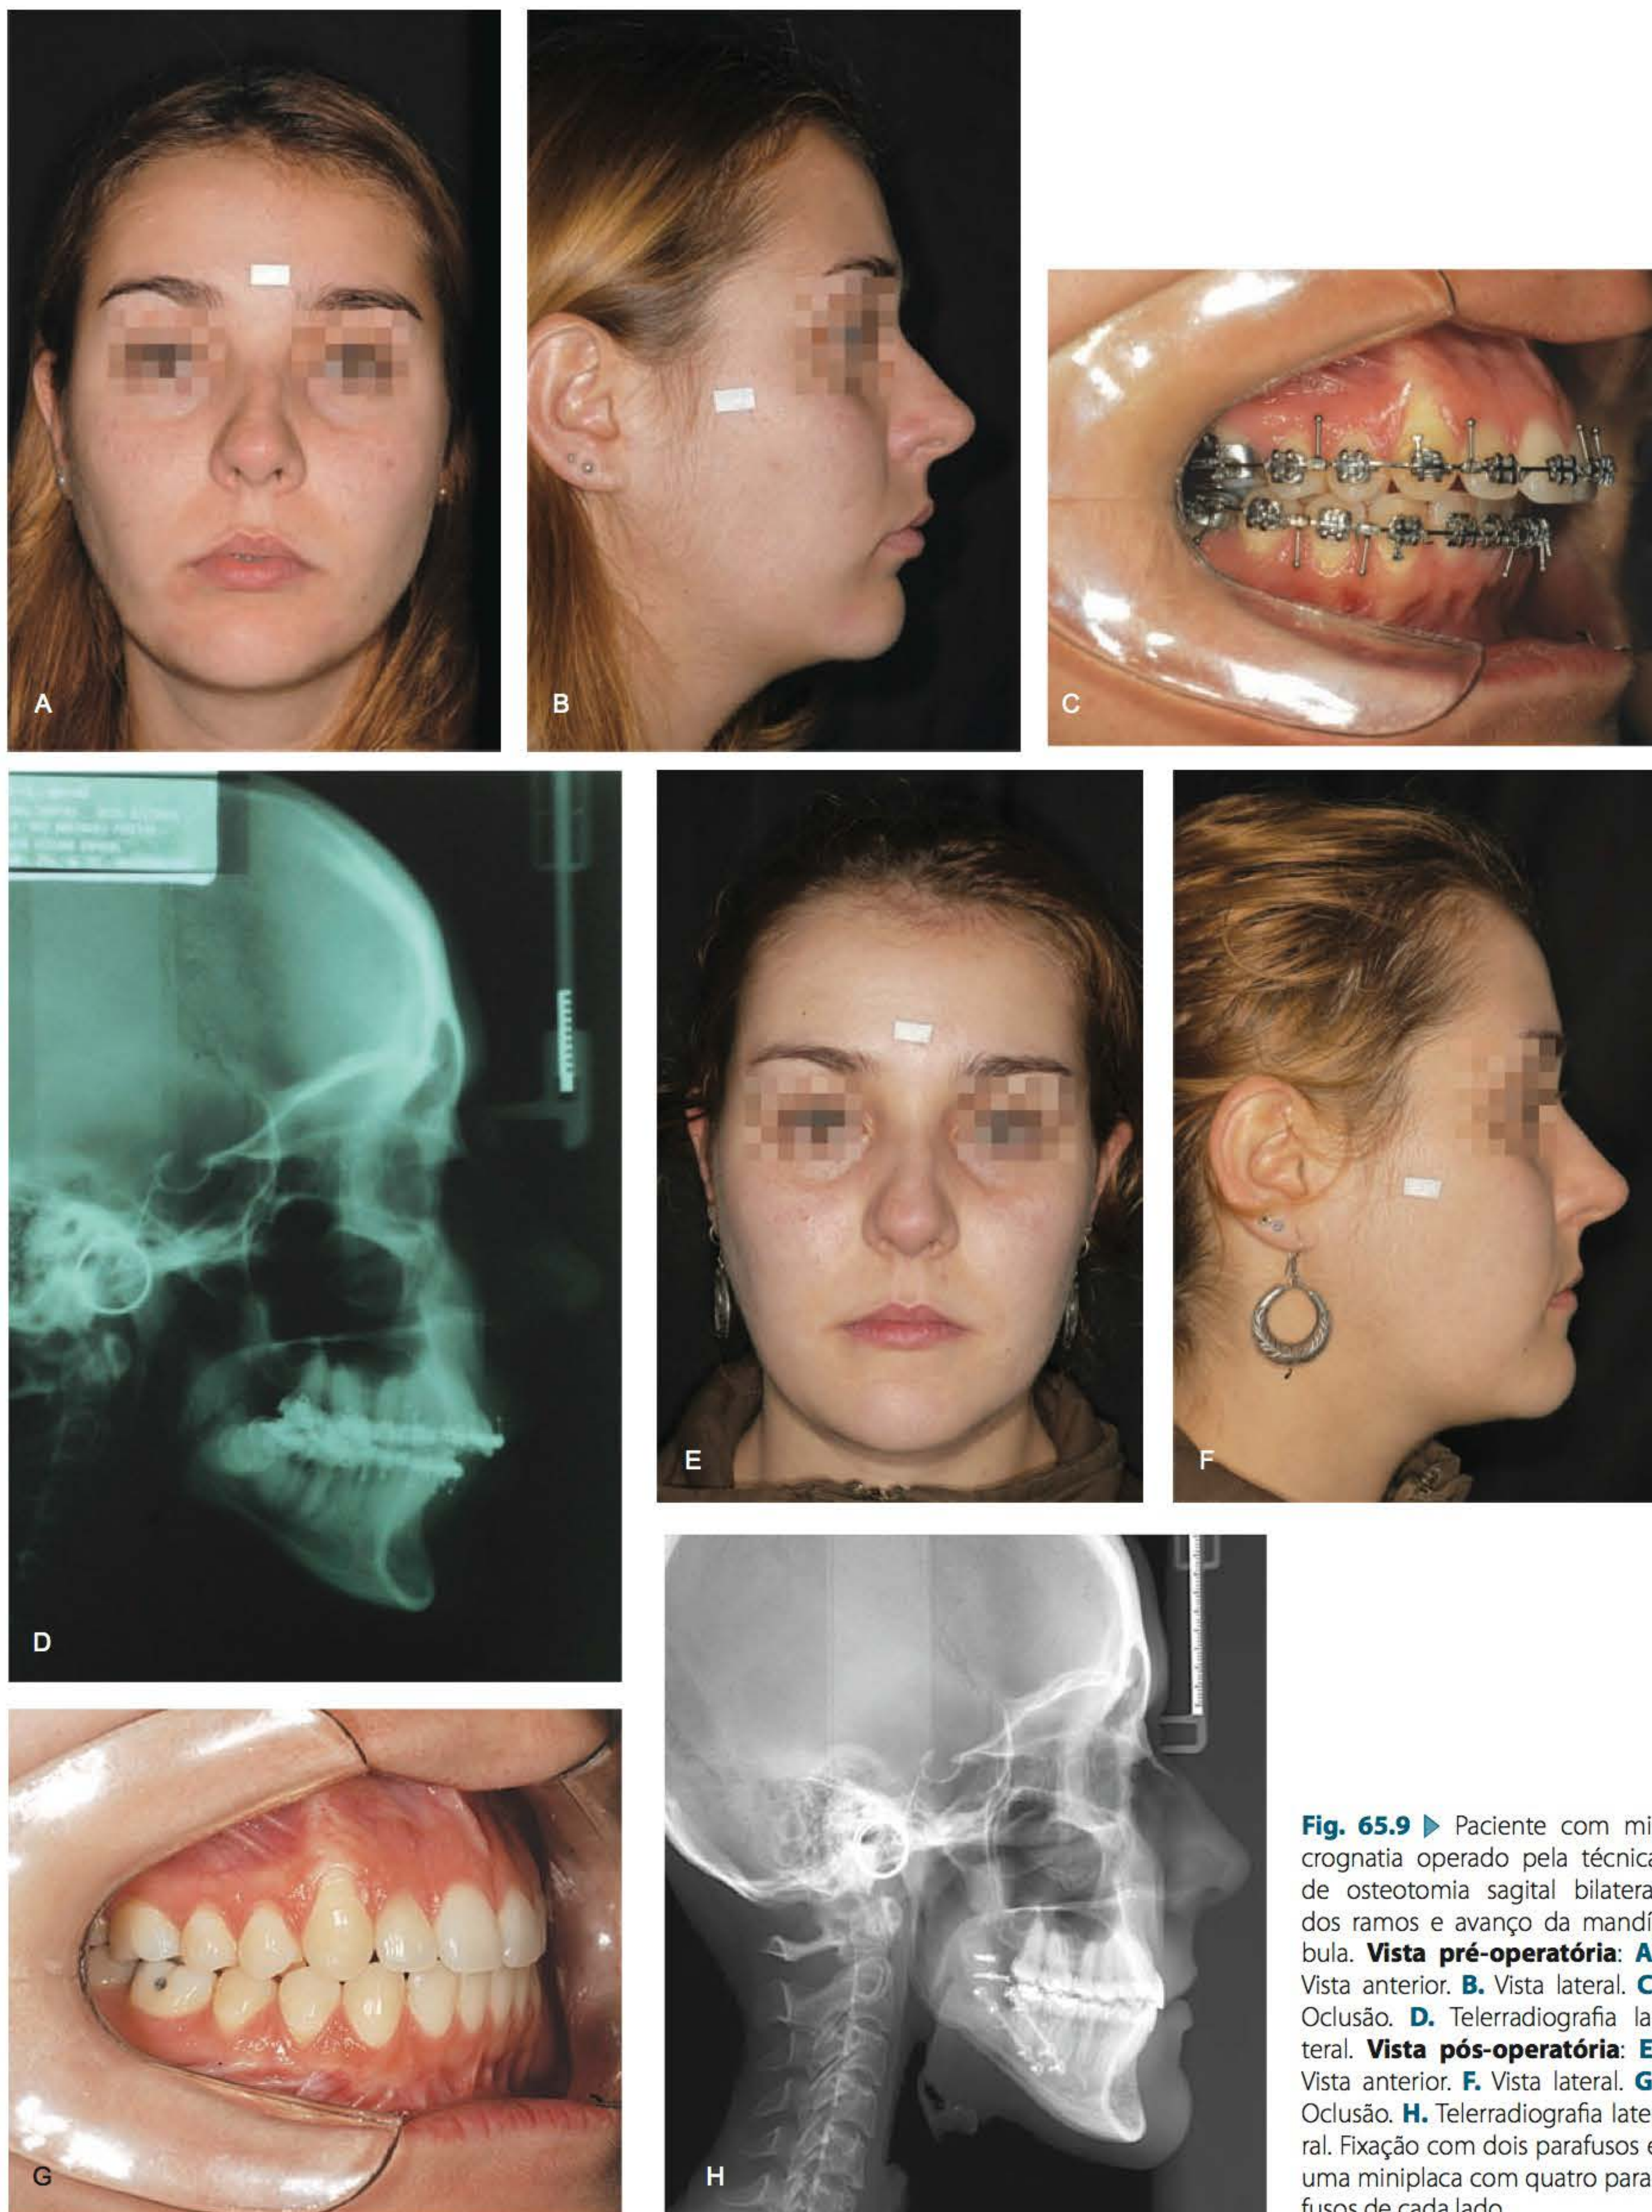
► Paciente com micrognatia operado pela técnica de osteotomia sagital bilateral dos ramos e avanço da mandíbula. Vista pré-operatória: A. Vista anterior. B. Vista lateral. C. Oclusão. D. Telerradiografia lateral. Vista pós-operatória: E. Vista anterior. F. Vista lateral. G. Oclusão. H. Telerradiografia lateral. Fixação com dois parafusos e uma miniplaca com quatro parafusos de cada lado.
